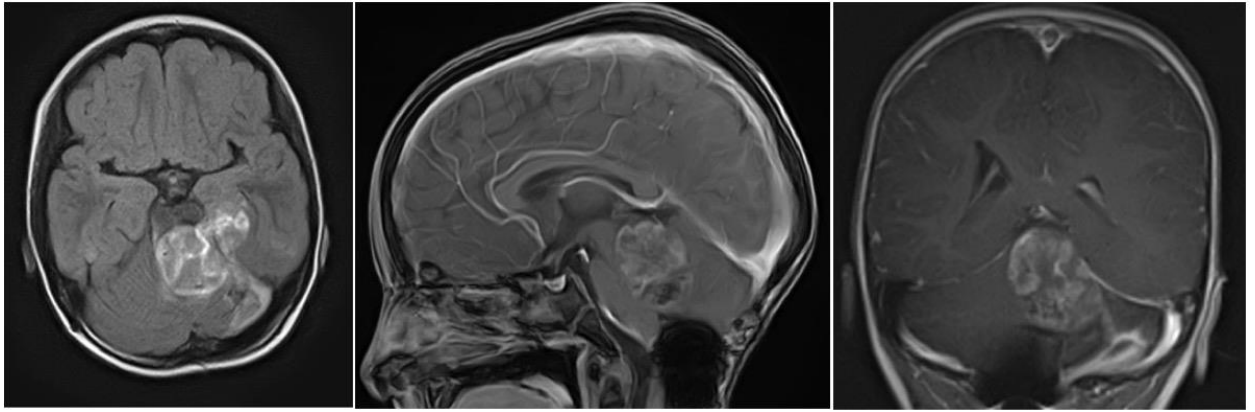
Данные дооперационной МРТ пациентки В.
